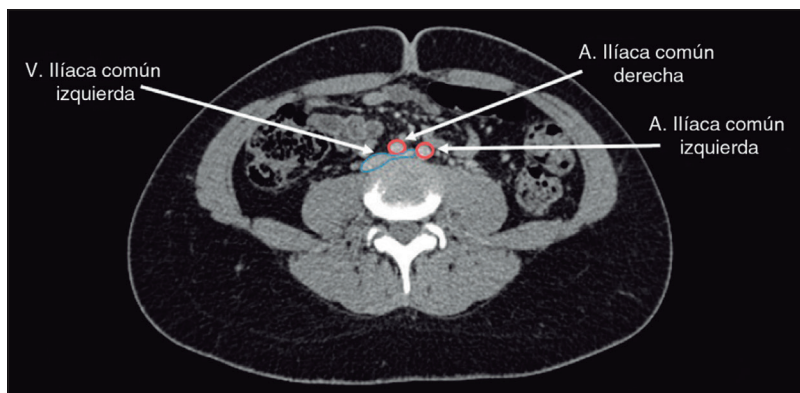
TC de pelvis, donde se evidencia la compresión del origen de la vena ilíaca común izquierda entre la arteria ilíaca común derecha y la columna vertebral.
